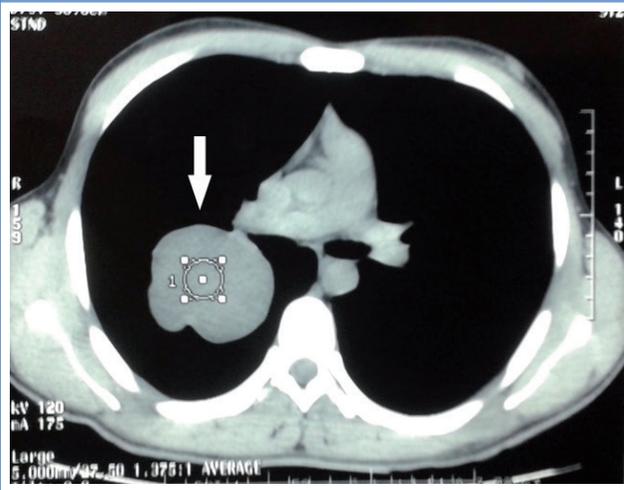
Tomografía computarizada de tórax donde se observa lesión redondeada de bordes regulares a nivel del campo pulmonar derecho, de aproximadamente 67 x 53 mm. Sin refuerzo con el contraste.
